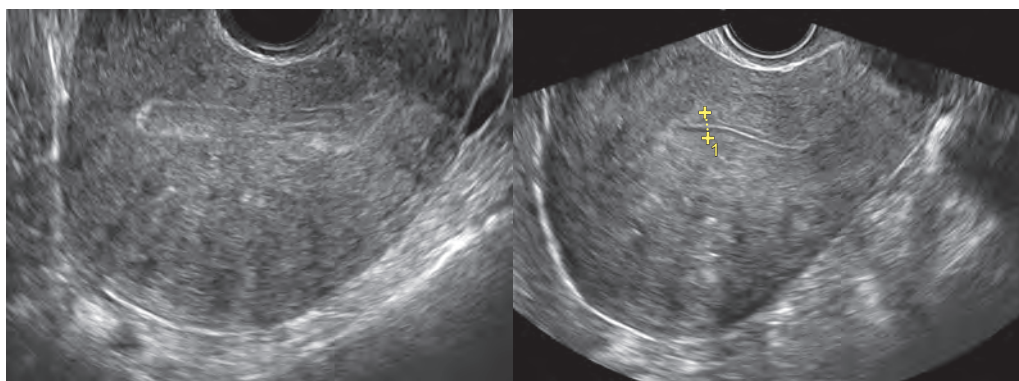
А1-1 УЗИ двух разных пациенток. Ткань миометрия выглядит типично, наблюдается ее асимметрия из-за аденомиоза. Обратите внимание, что УЗ-граница эндометрия располагается ближе к передней стенке матки, чем к задней.
